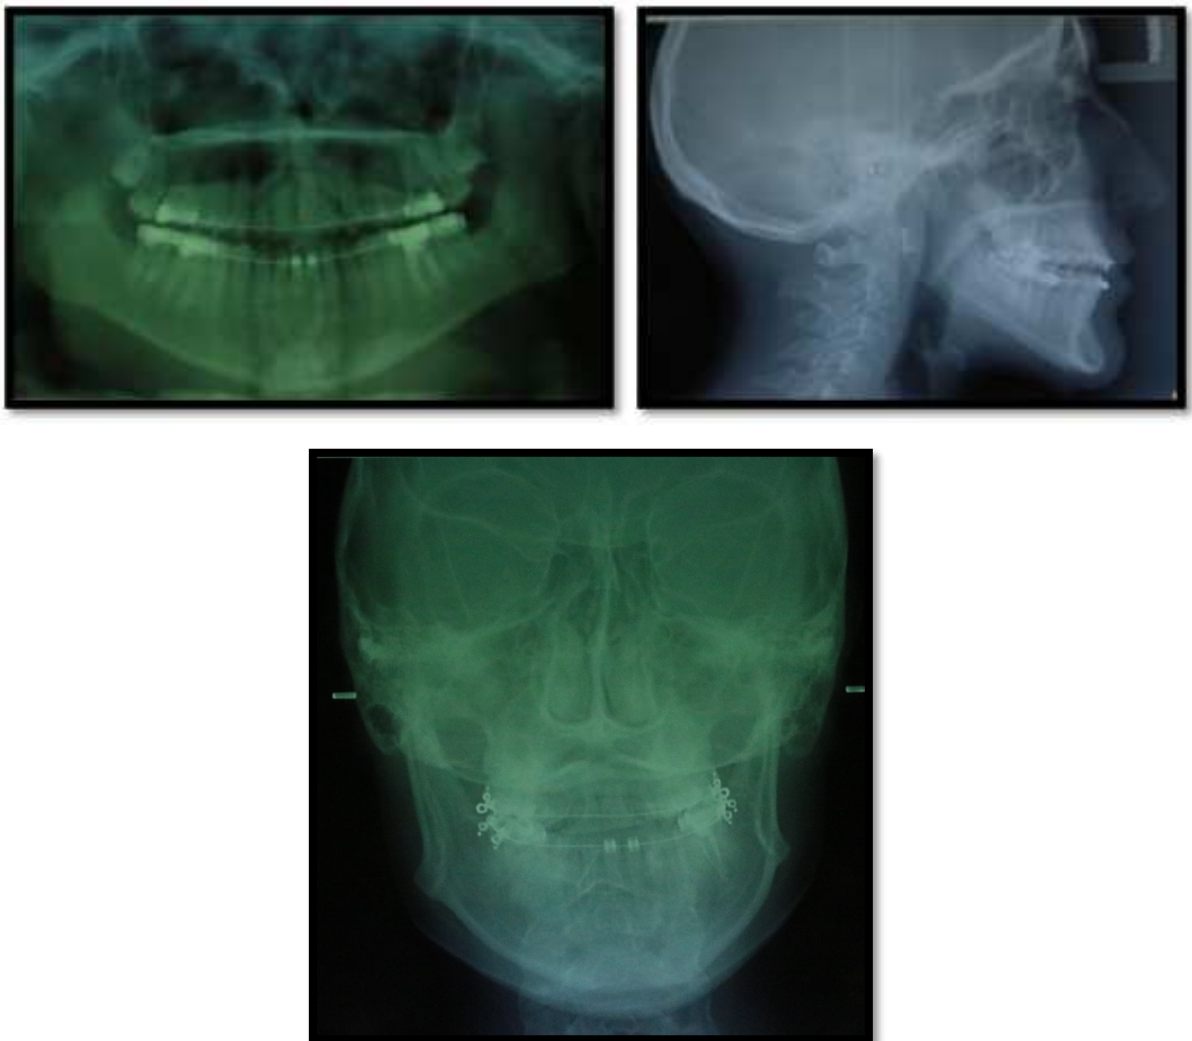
les examens radiographiques (OPG, téléradiographies de face et de profil)
